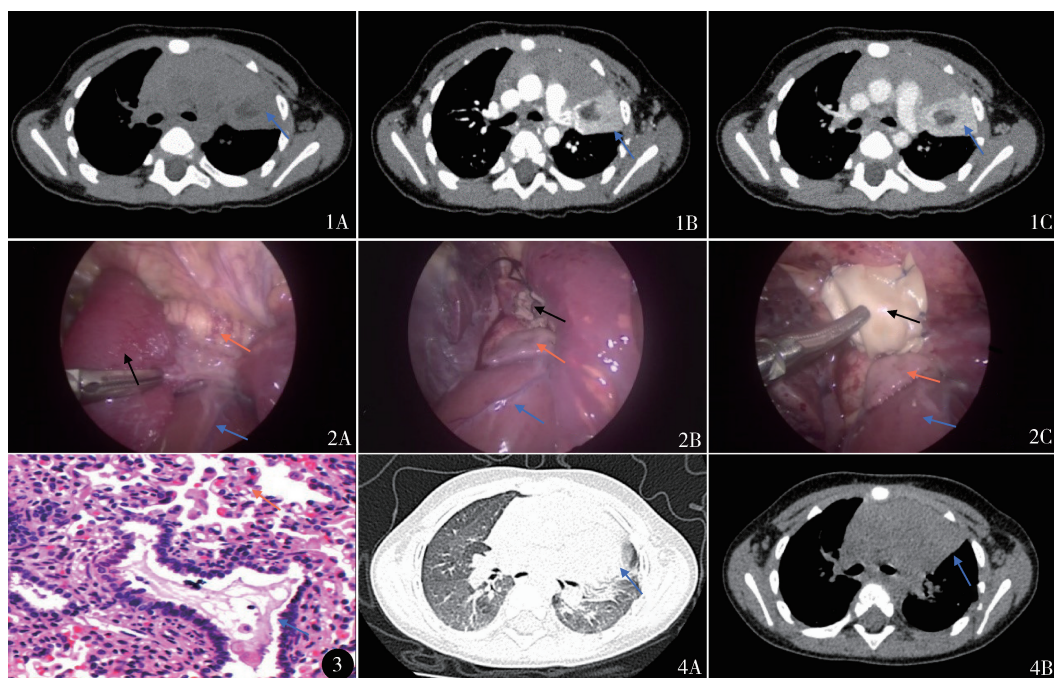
术前胸部增强 CT A. 纵隔窗平扫左肺上叶前段见团状软组织密度灶;B. 纵隔窗动脉期软组织密度灶呈较明显强化,内见片状较低密度未强化区;C. 纵隔窗静脉期软组织密度灶强化未褪去,片状低密度区未见强化 图 2 胸腔镜手术 A. 手术开始探查:因心包缺如裸露的冠状动脉(蓝色箭头),病变肺(黑色箭头),主动脉弓(橘色箭头);B. 术中切除 CPAM 后:因心包缺如裸露的冠状动脉(蓝色箭头),夹闭病变肺血管后的结扎夹(黑色箭头),因心包缺如裸露的左心耳(橘色箭头);C. 选用牛心包补片覆盖结扎夹后:因心包缺如裸露的冠状动脉(蓝色箭头),因心包缺如裸露的左心耳(橘色箭头),牛心包缝合完成后情况(黑色箭头) 图 3 显微镜下见细支气管内充满黏液形态,橘色箭头示肺泡形态(HE 染色 $\times 400$) 图 4 术后 2 个月复查 CT A. 平扫肺窗左肺与纵隔交界处肺膨胀良好;B. 平扫纵隔窗左肺与纵隔交界处未见软组织密度灶
